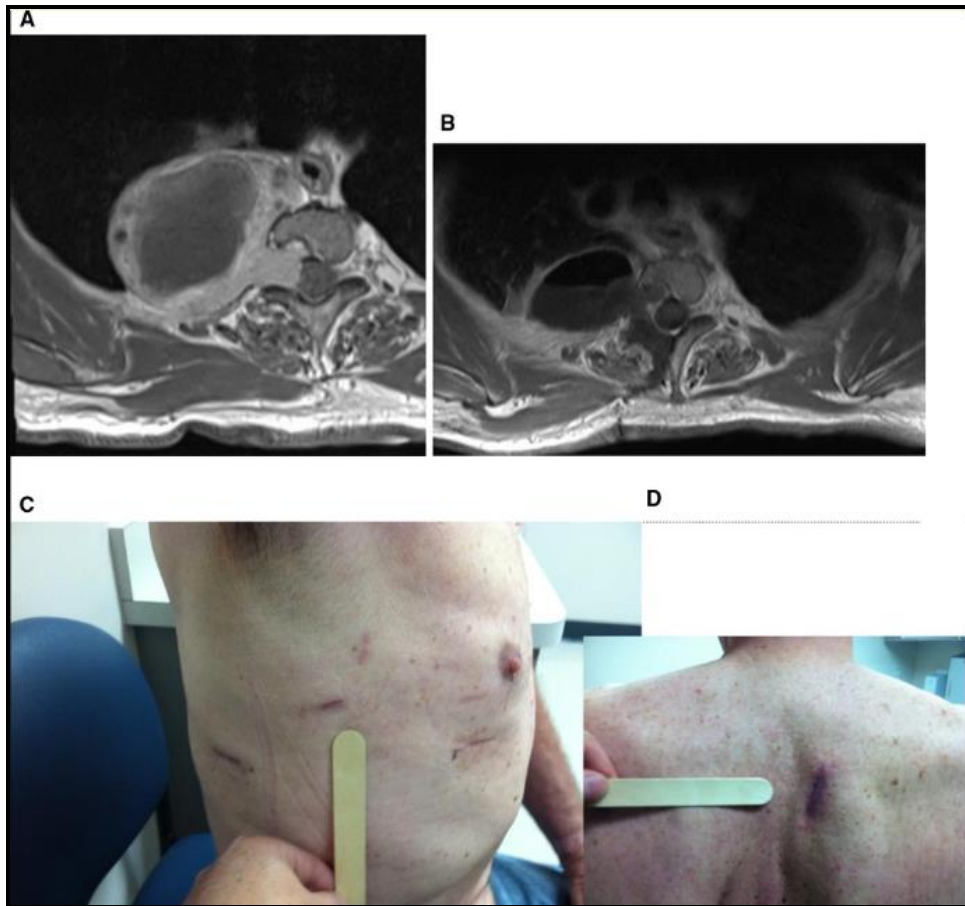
(A) IRM axiale pré- et (B) postopératoire montrant une résection tumorale totale macroscopique. Incision thoracique postopératoire (C) antérieure et (D) postérieure après utilisation du robot da Vinci pour enlever la tumeur thoracique apicale.[86]
